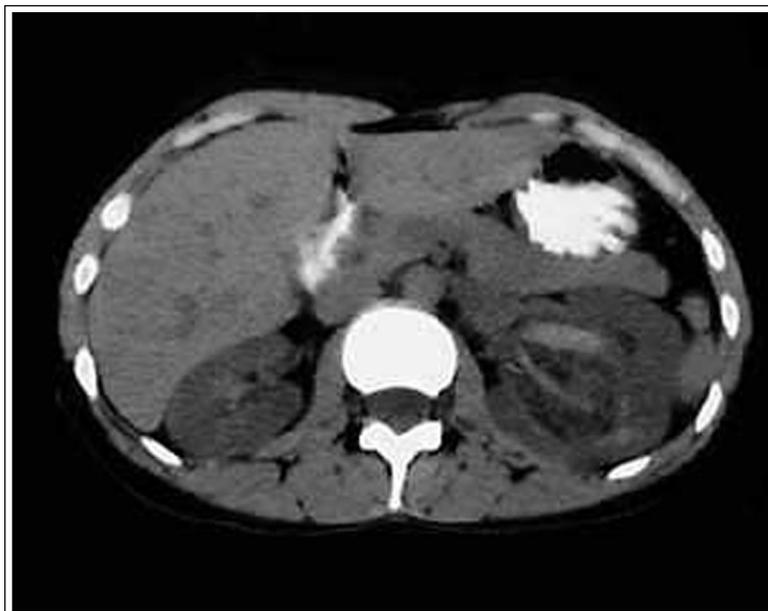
Figure 3 : TDM sans injection : contusion du rein gauche avec hématome périrénal
